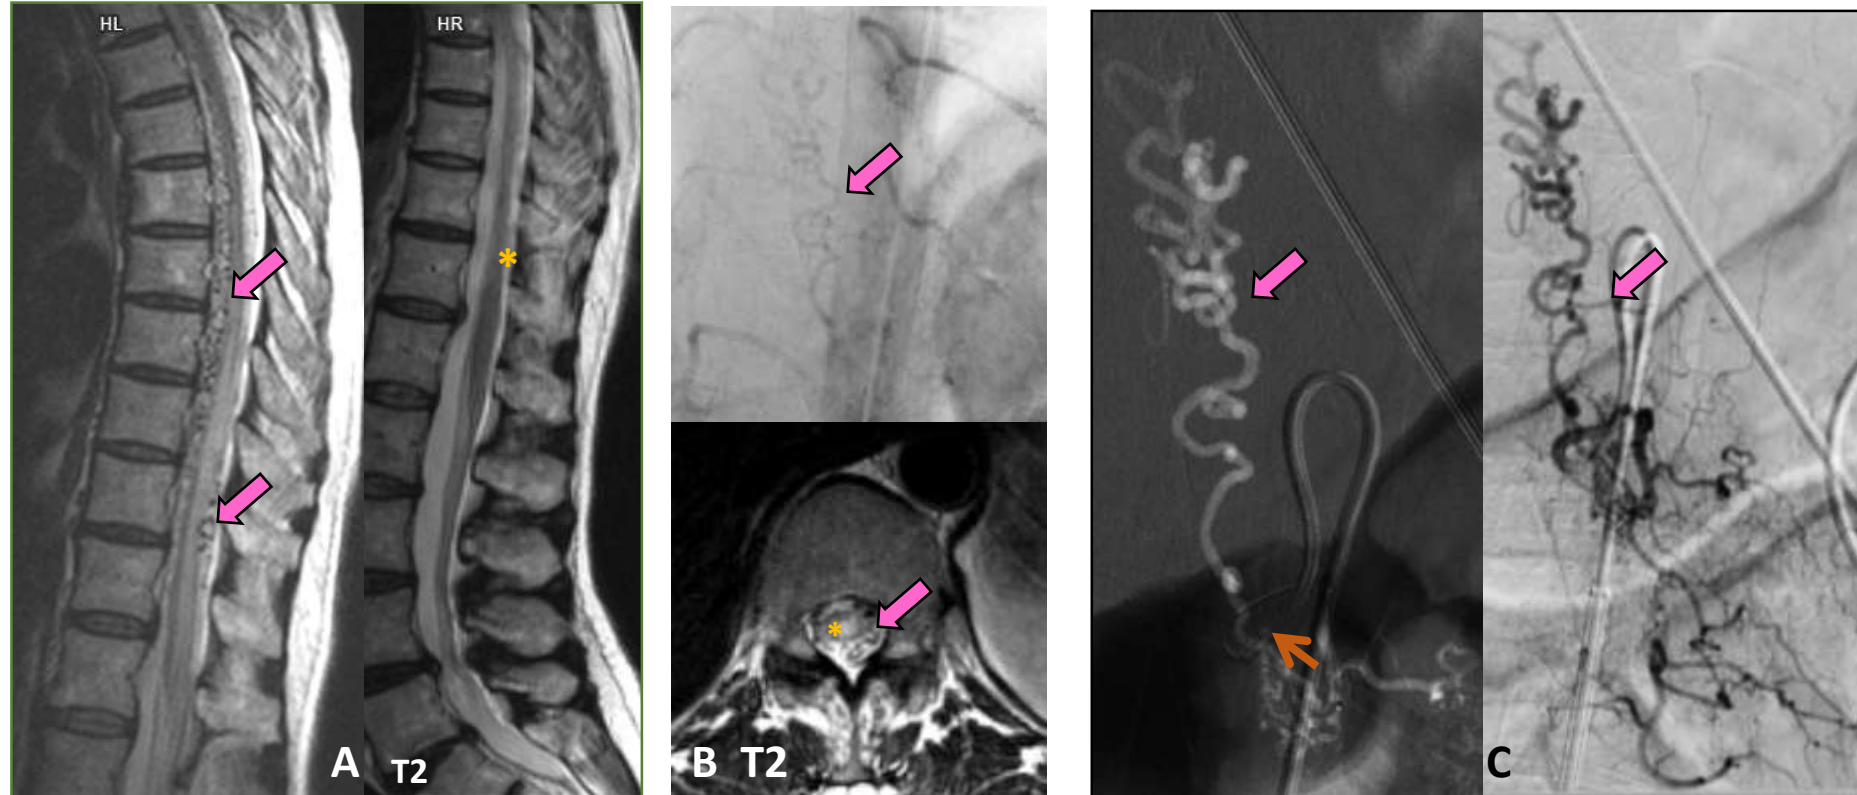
Mujer de 58 años con antecedentes de ciática derecha de 4 años de evolución, con alteración de la marcha, hipoestesia del muslo y tenesmo urinario. A y B) La resonancia magnética medular T2 sagital y axial demostró venas piales dilatadas a lo largo de las superficies ventral y dorsal de la médula espinal (flecha gruesa), que se extienden desde la unión bulbomedular hasta D12-L1. La médula espinal mostró hiperintensidad intrínseca (*) desde D7 hasta el cono, sugestiva de una fístula arteriovenosa dural (flecha delgada) con mielopatía hipertensiva venosa. C) La angiografía espinal identificó una fístula arteriovenosa dural (flecha delgada) en el nivel L1 izquierdo, con marcada dilatación de las venas perimedulares (flecha gruesa) que se extienden por todo el canal espinal.
